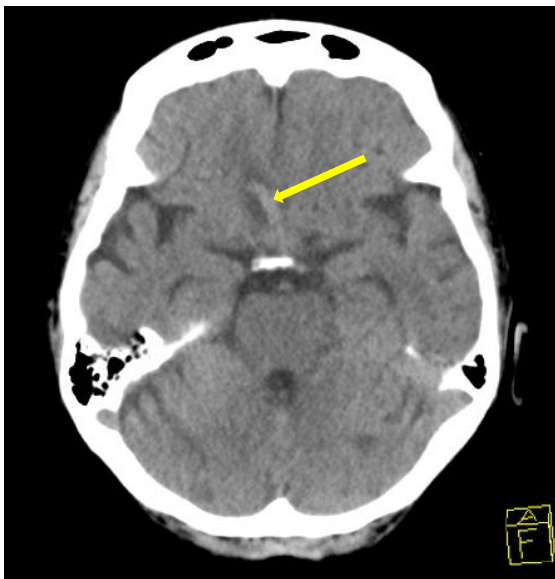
Axiales CT nach EVD-Entfernung, 10. Tag nach dem Trauma. Eine ICB in Resorption ist im Stichkanal rechts frontal zu sehen (gelber Pfeil).
